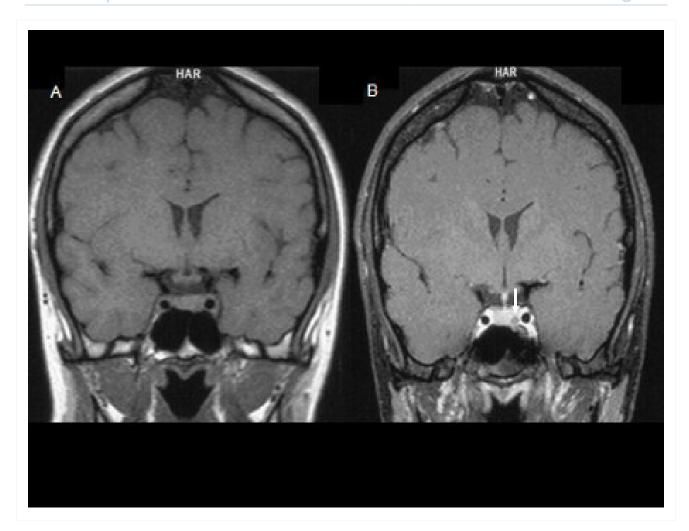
Ressonância magnética (RM) coronal antes (A) e após (B) injeção de contraste em um paciente com um microadenoma hipofisário pequeno. A lesão hipofisária é realçada menos que a hipófise normal após o contraste por gadolínio; aparenta ser hipodensa quando comparada à hipófise normal (seta, B)
